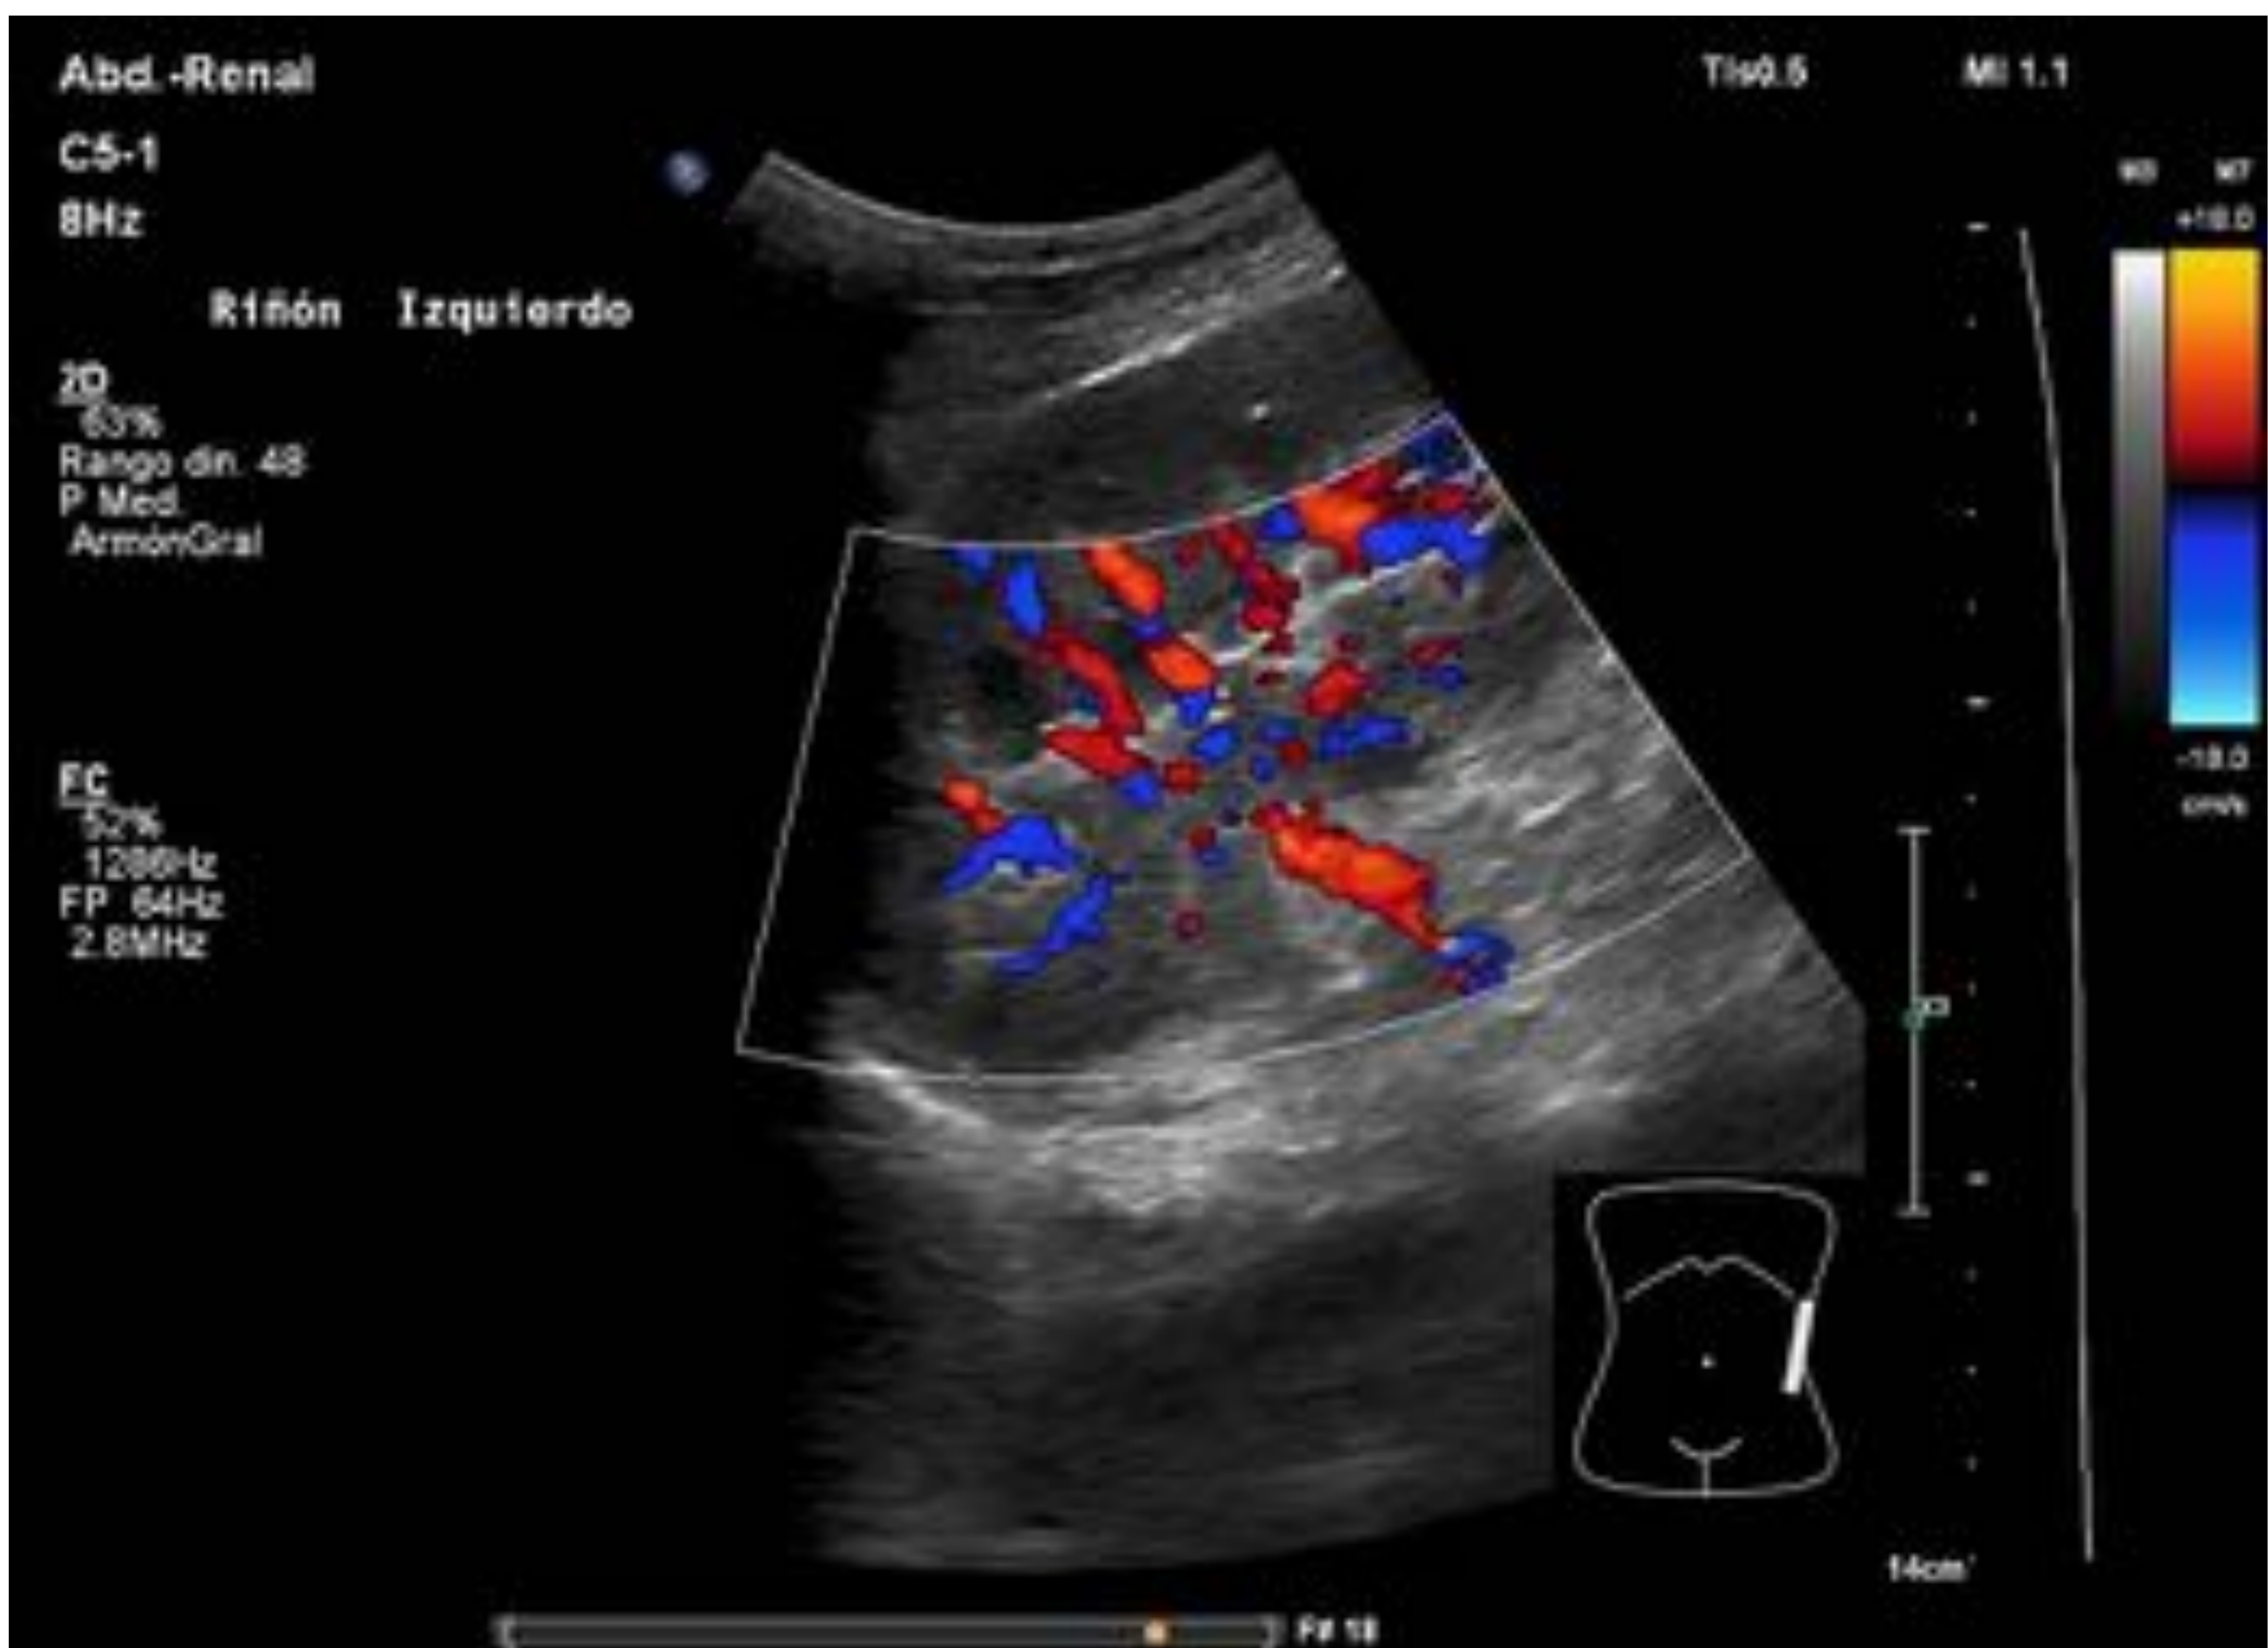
Corte longitudinal en flanco izquierdo con el paciente en decúbito supino. Doppler color: hilio y arterias intrarrenales de riñón izquierdo.
